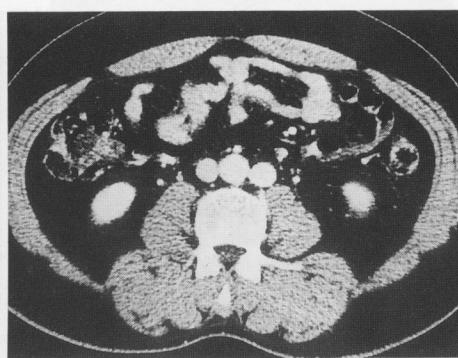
Transverse image of CT angiography shows double infrarenal IVC.
